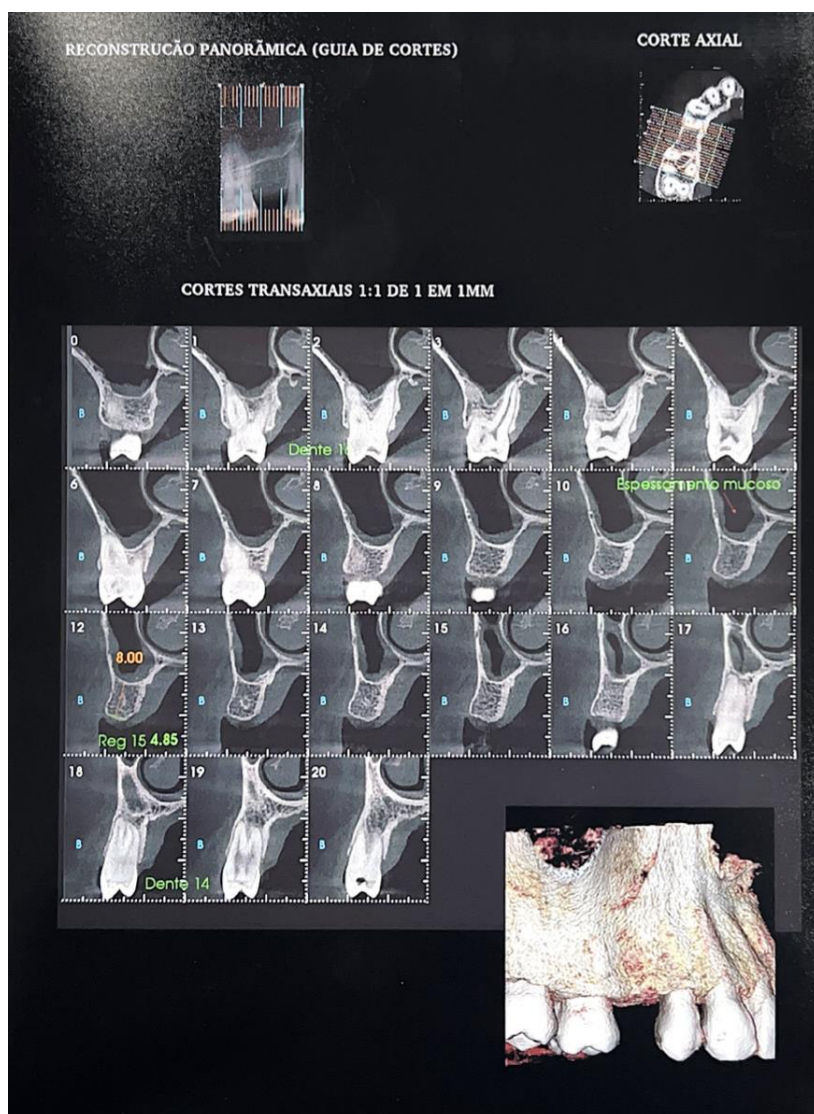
Tomografia computadorizada cone beam. Fonte: Dados da Pesquisa, 2025.
